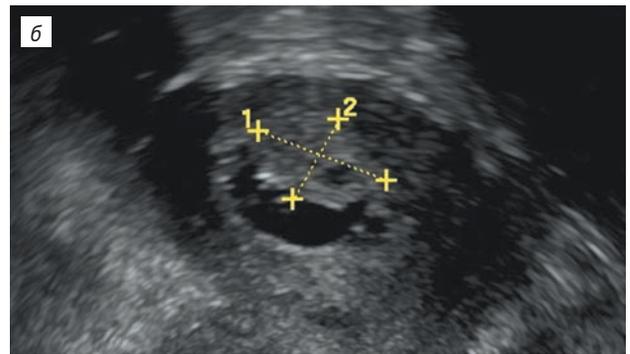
Пациентка Д., 67 лет. Прием тамоксифена 2 года 6 месяцев: *a* — при УЗИ толщина эндометрия 12 мм. Структура эндометрия — в виде пчелиных сот. В режиме ЦДК определяется одиночный сосуд; *b* — при соногистероскопии выявляется полип эндометрия по задней стенке полости матки, с кистозными включениями в структуре, на широком основании, размером 15 × 12 мм
